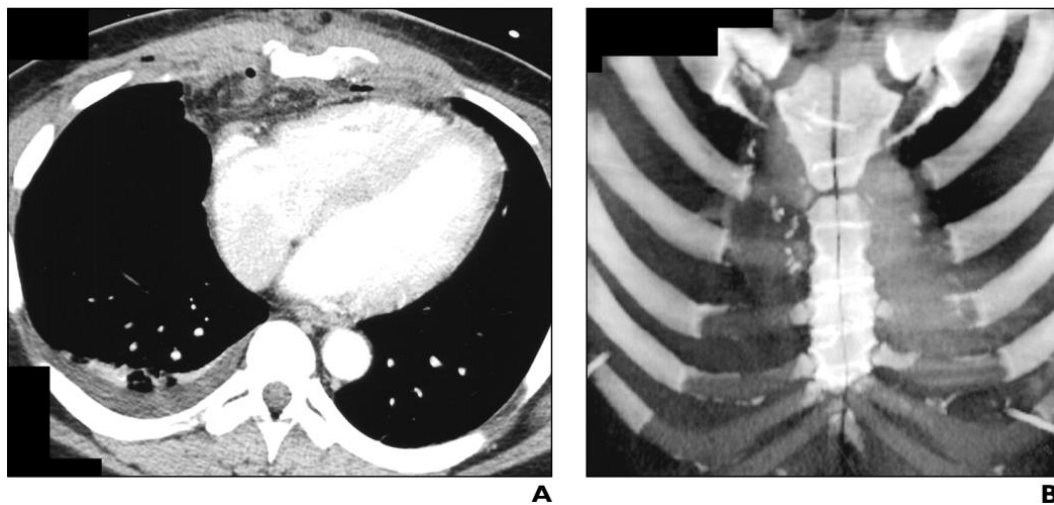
Pria 54 tahun dengan sternal nonunion 3 tahun setelah sternotomi median. Gambar CT Aksial (a) dan koronal (b) menunjukkan gap yang sesuai dengan nonunion.(Hota et al., 2018)
